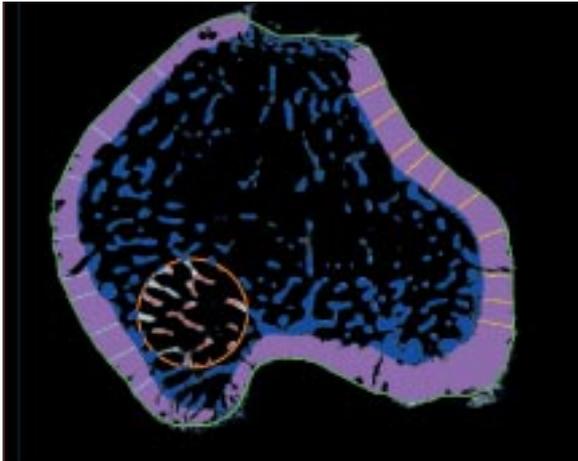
Mikroradiographie, eine Röntgenaufnahme von einem 1/10 Millimeter dicken, unentkalkten mikroskopischen Knochenschnitt des Schienbeinknochens einer Ratte. Die grüne Linie markiert die Gesamtlänge des Knochens; violett ist die Kortikaliswand eingezeichnet, darin gestrichelt die Messung der Wanddicke. Blau erscheinen die Trabekel des spongiosen Knochens. Der orangene Kreis zeigt das Messfeld, in dem Trabekellänge, Trabekeldicke und die Verzweigungen bestimmt werden.
